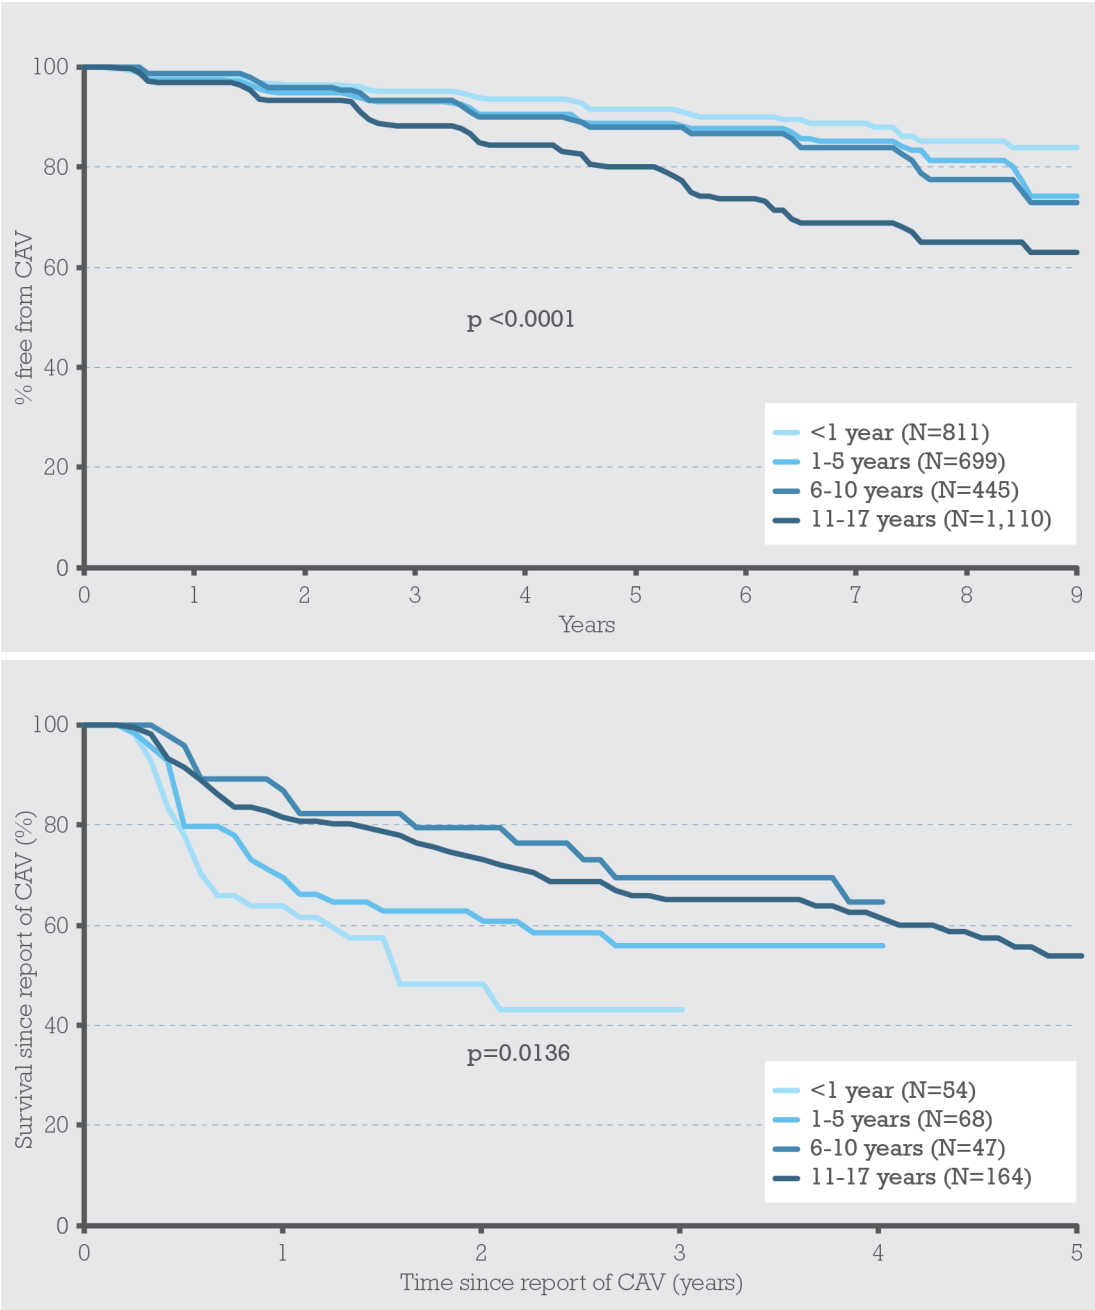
Tiempo de evolución desde el TC hasta la aparición de EVI en función del grupo de edad y mortalidad en el seguimiento desde el diagnóstico de EVI en función del grupo de edad. JHLT 2015.
